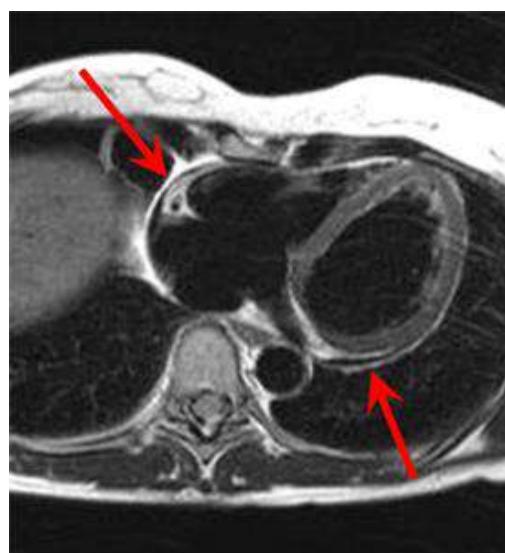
IRM cardiaque indiquant une péricardite.
